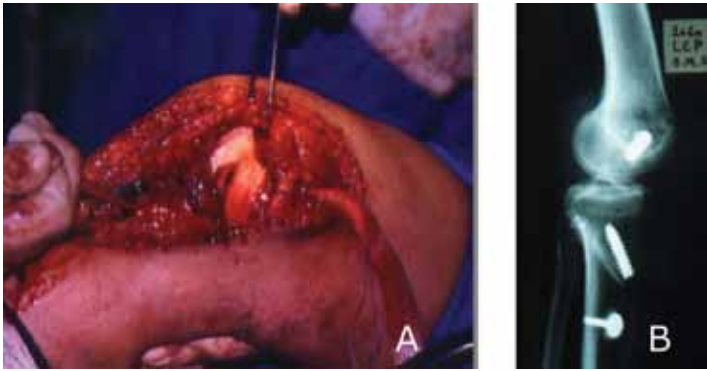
Reconstrução cirúrgica do LCP pela técnica transtibial: (A) fixação do enxerto 1/3 central tendão patelar, associado ao ligamento artificial (artrolig). (B) radiografia pós-operatório do perfil do joelho.
